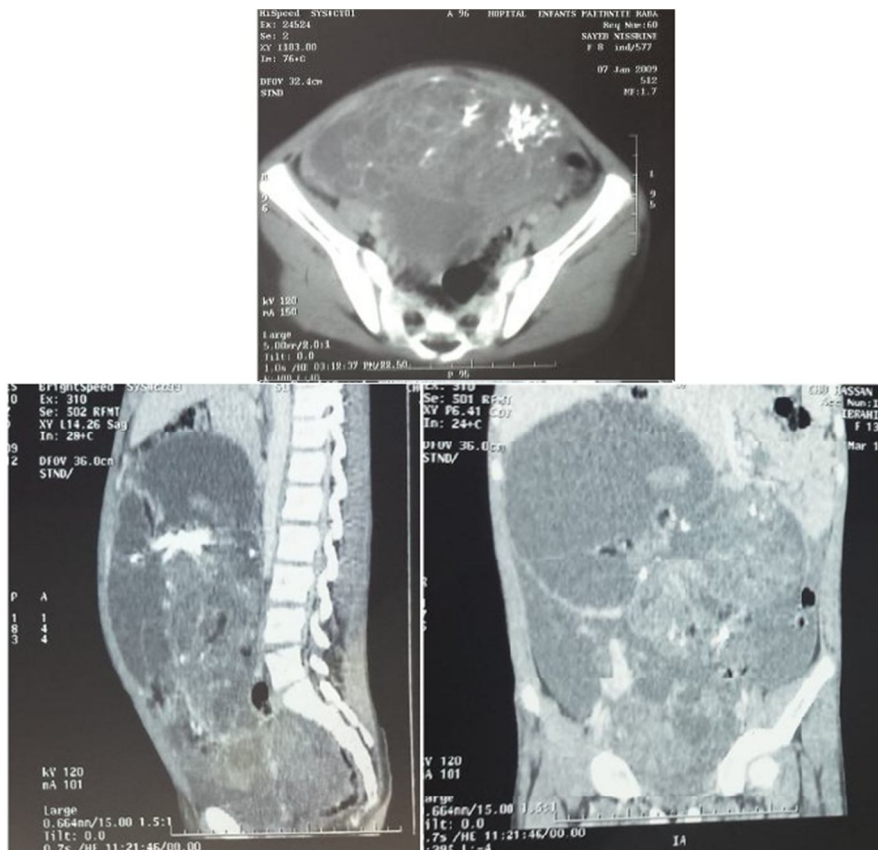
TDM abd-pelv montrant un aspect en faveur de tératome malin en rapport étroit avec les vaisseaux iliaques avec présence d'un épanchement péritonéal.
